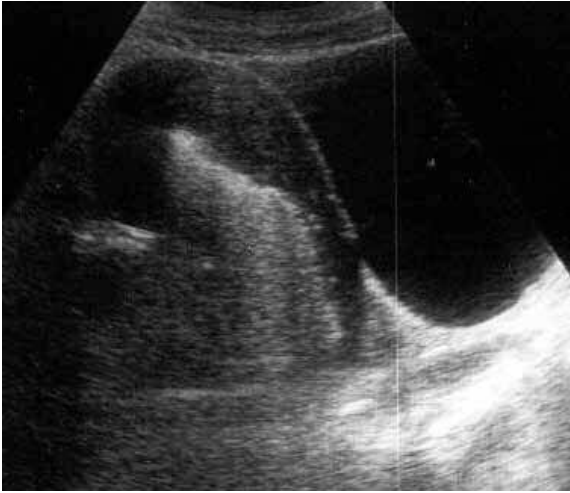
Gas uterino. Ecografía: corte longitudinal mostrando por detrás de la vejiga la presencia de aire dentro del útero con importantes efectos de reverberación.
